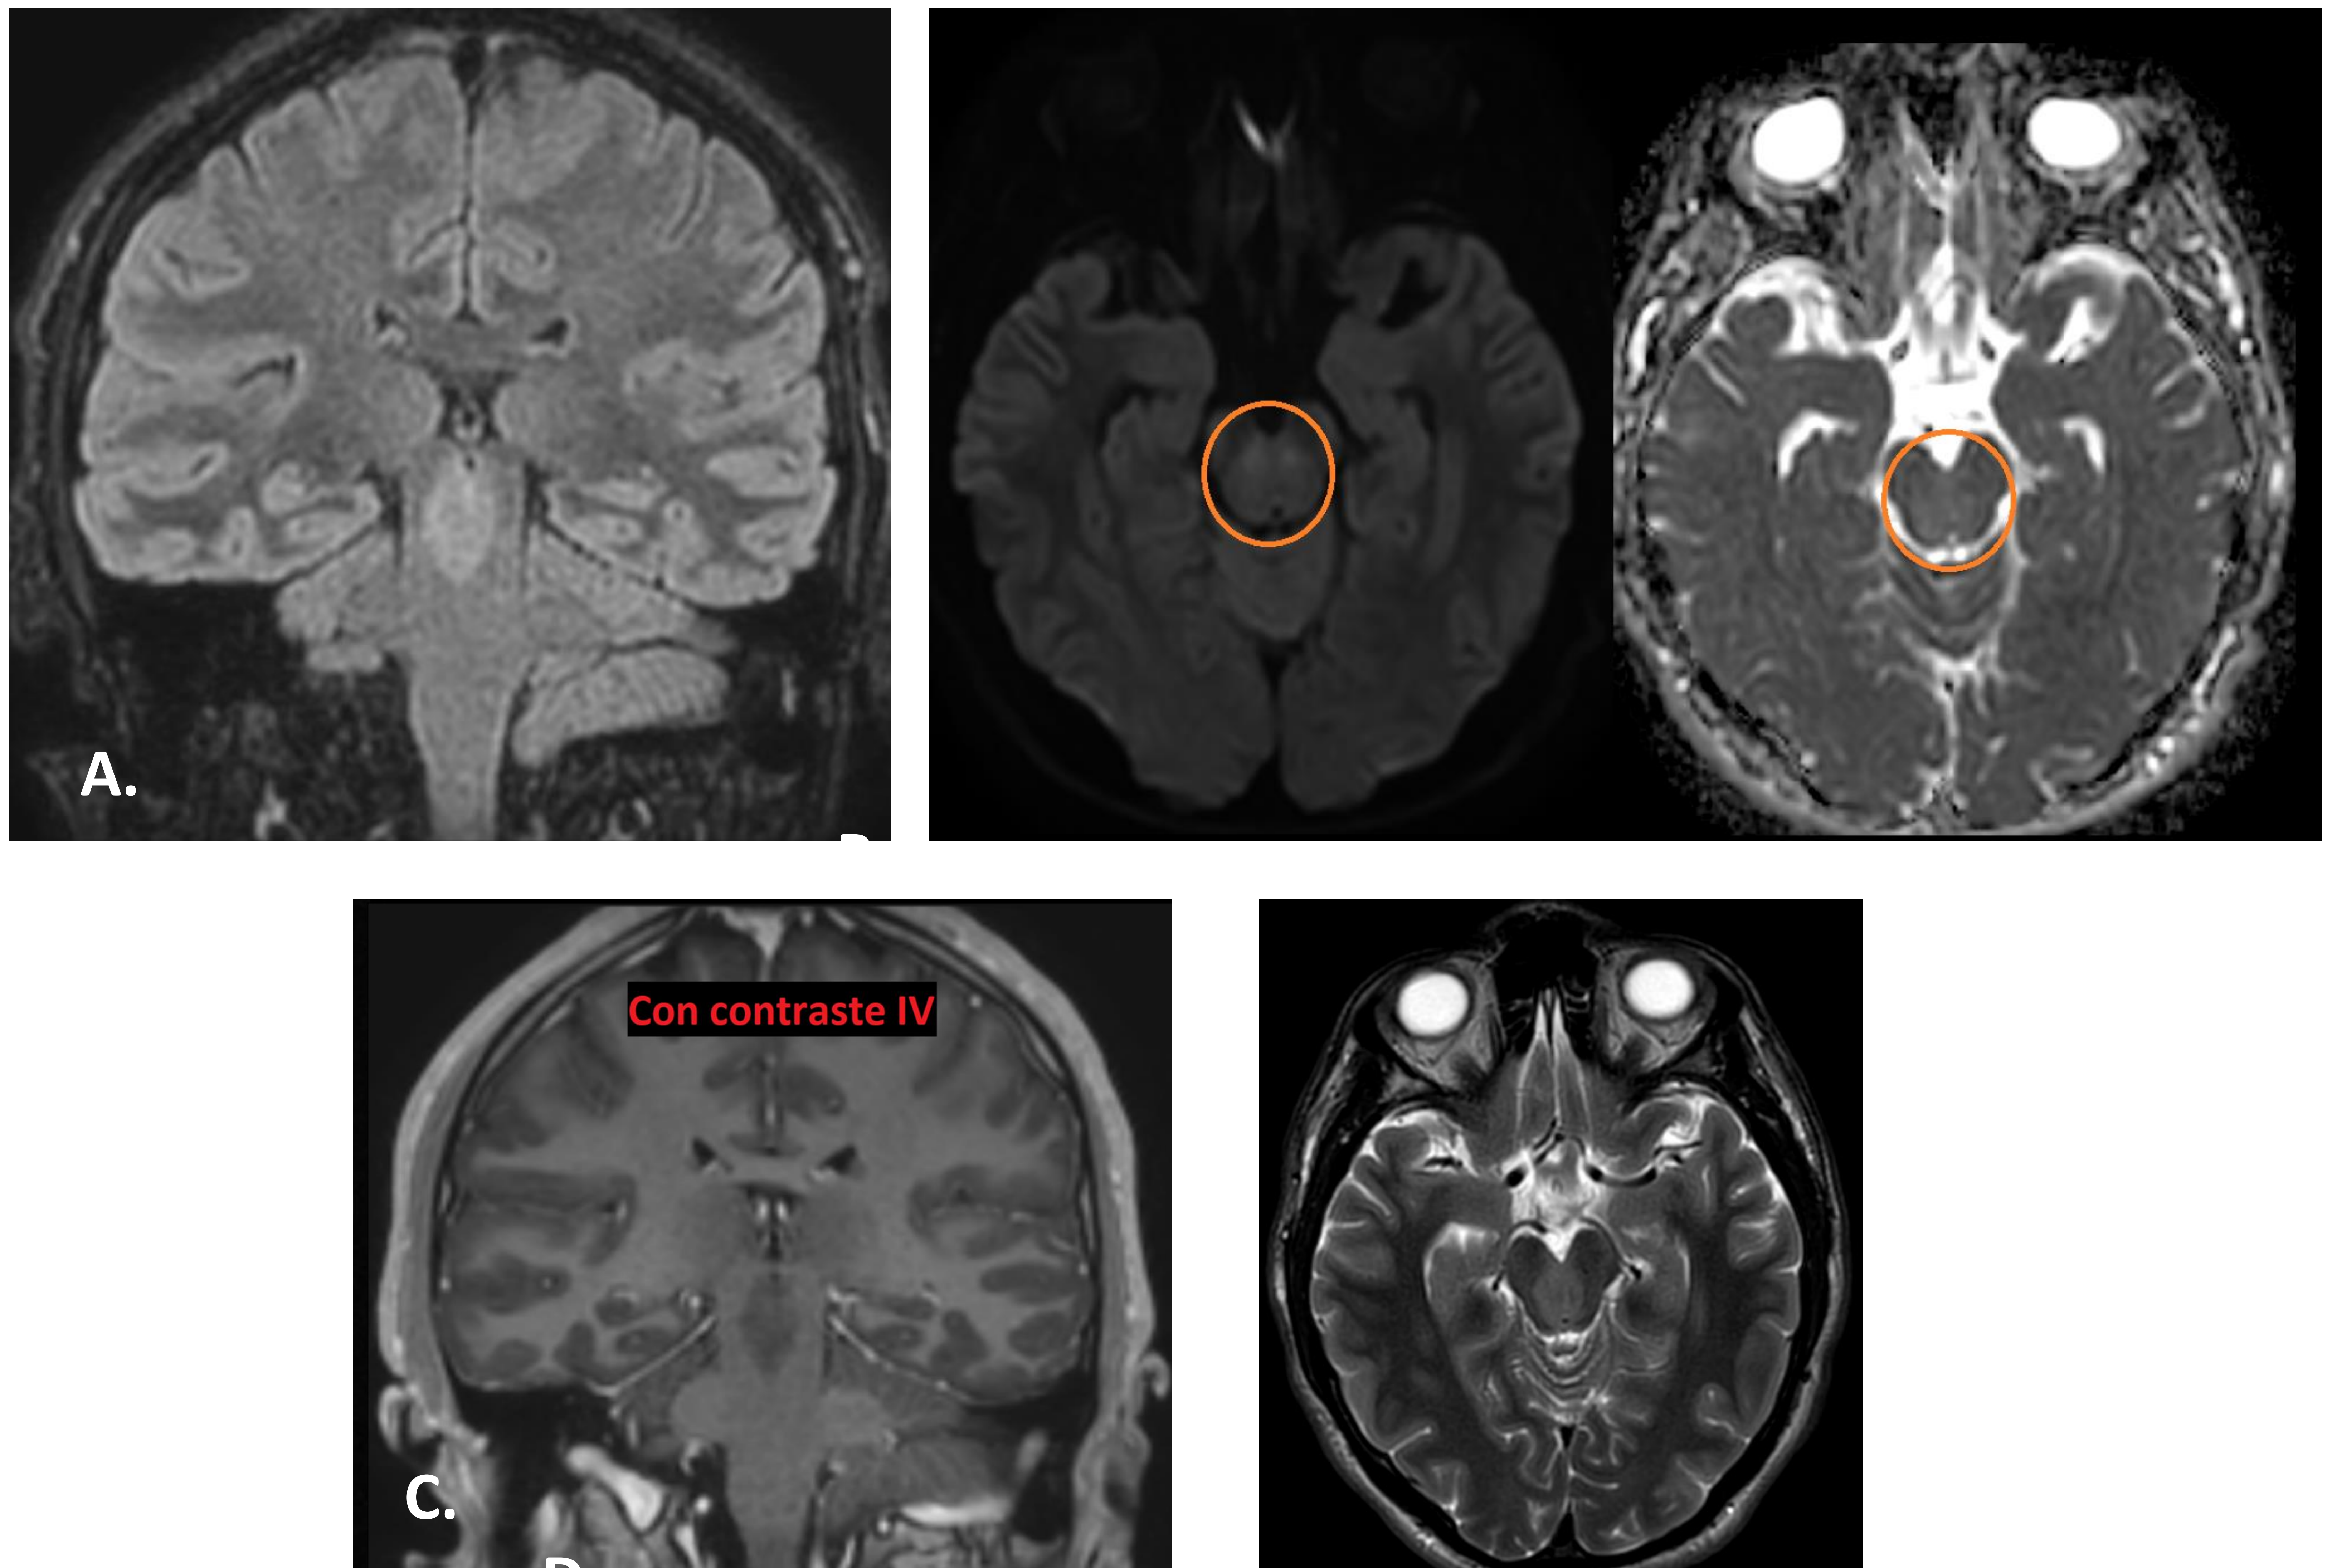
Paciente varón de 27 años con antecedente de Neurofibromatosis tipo I. Se le realiza RM al iniciar con visión doble horizontal tras esfuerzos físicos, donde se visualiza una lesión en la región central del mesencéfalo.
